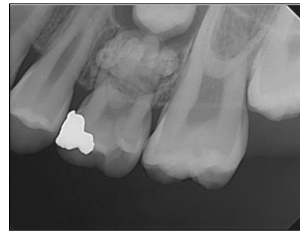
Initial periapical view.
